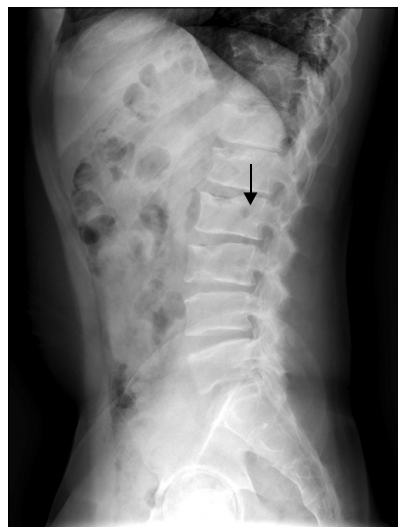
Lateral plain radiograph of lumbar spine shows characteristic osseous humps (arrow) in the central and posterior portions of the vertebral endplates. The disc spaces are narrow posteriorly and wide anteriorly.
